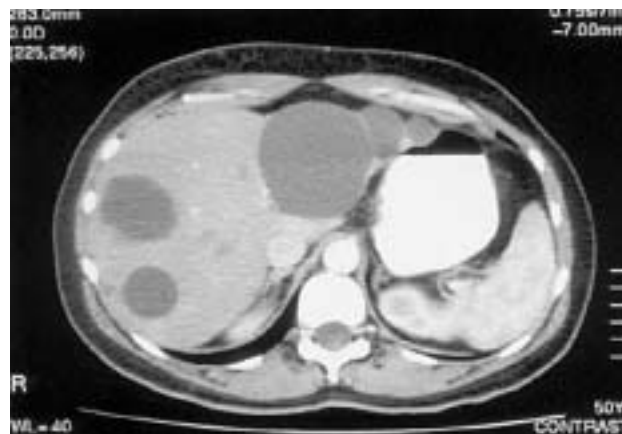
Imagen de tomografía computarizada de un paciente afectado de poliquistosis hepática.
